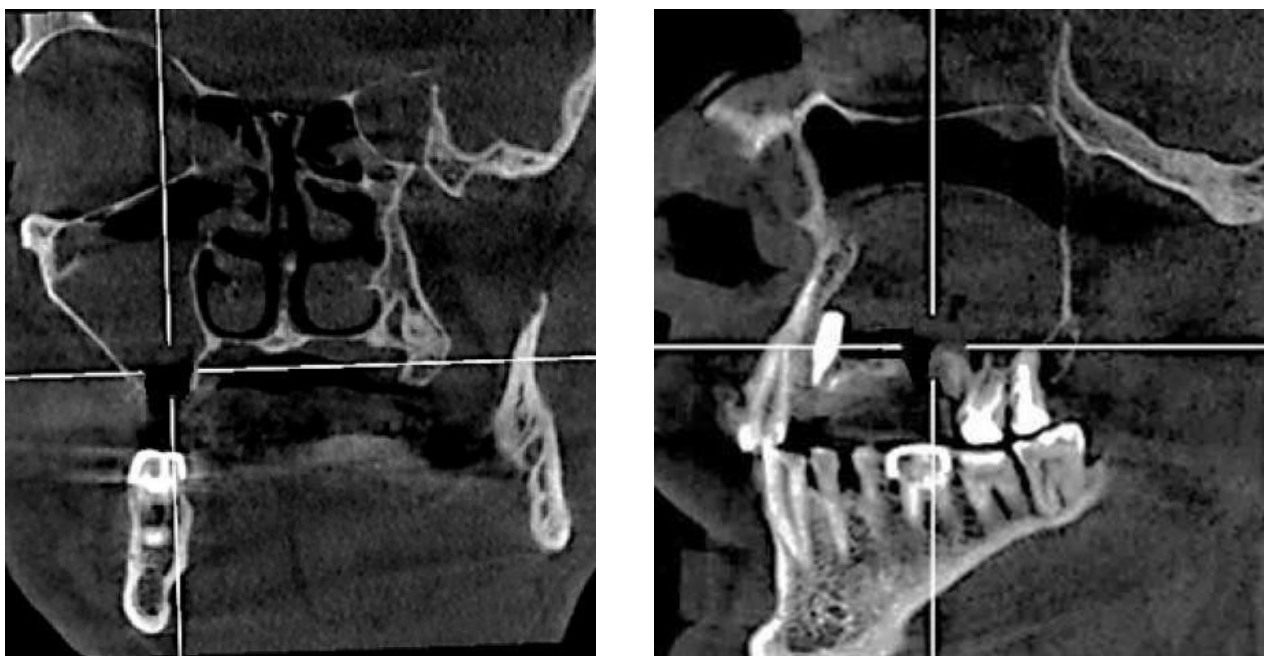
КТ-исследование пациента с ороантральным свищом после осложнений операции синус-лифтинга, выполненное в раннем послеоперационном периоде, которому проводилась эндоскопическая санация верхнечелюстной пазухи и пластика с использованием АШФБ. Наблюдается отек, скопление экссудата верхнечелюстной пазухи
